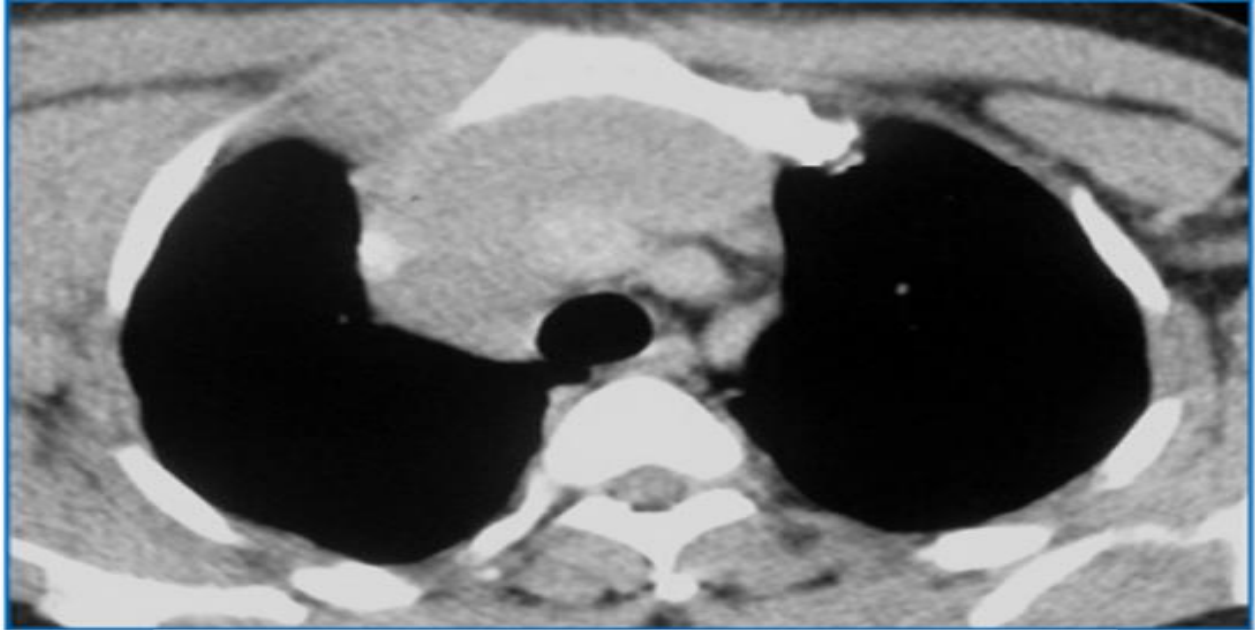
Coupe TDM Axial, Magma d'ADP médiastinales antérieures d'un LNH[20].
